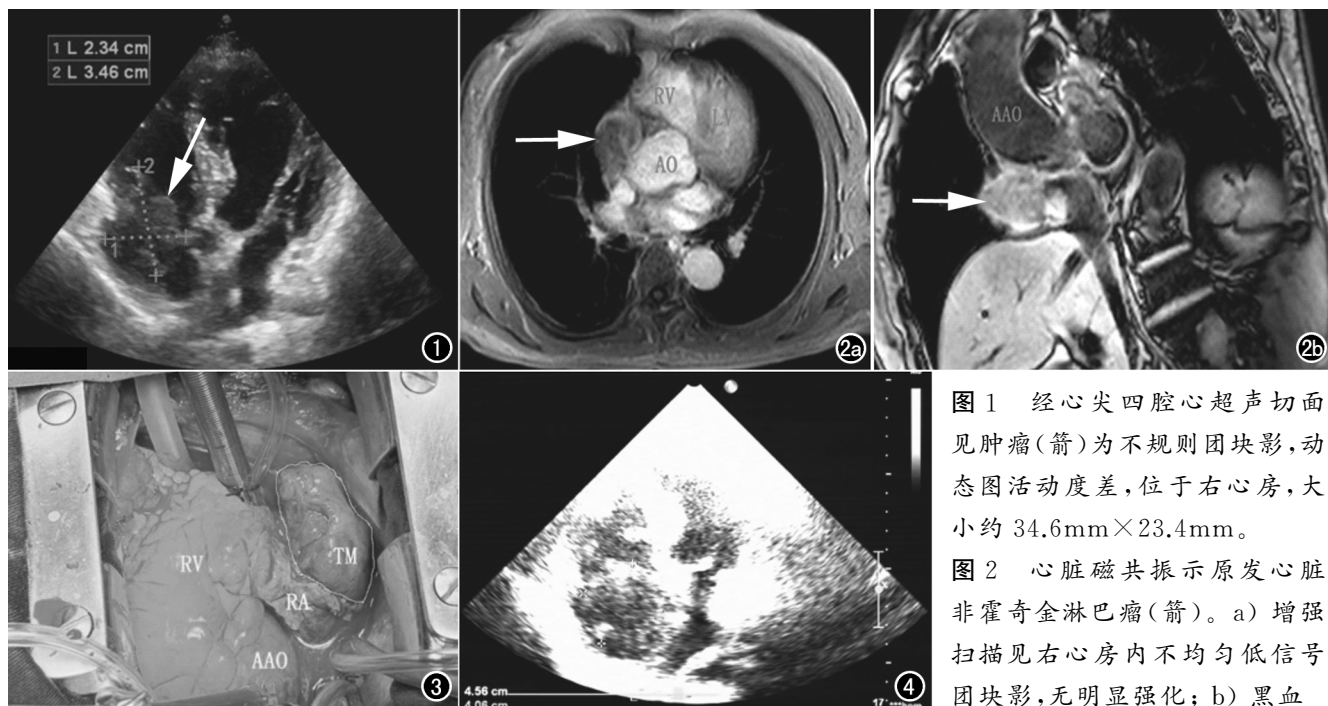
经心尖四腔心超声切面见肿瘤(箭)为不规则团块影,动态图活动度差,位于右心房,大小约 34.6mm×23.4mm。
